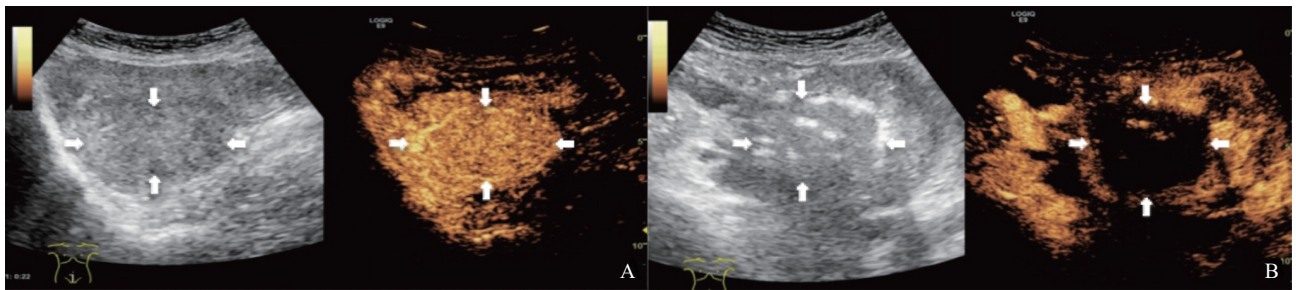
典型病例1(患者, 女性, 35岁, 子宫腺肌病史36个月)常规超声和CEUS图像
